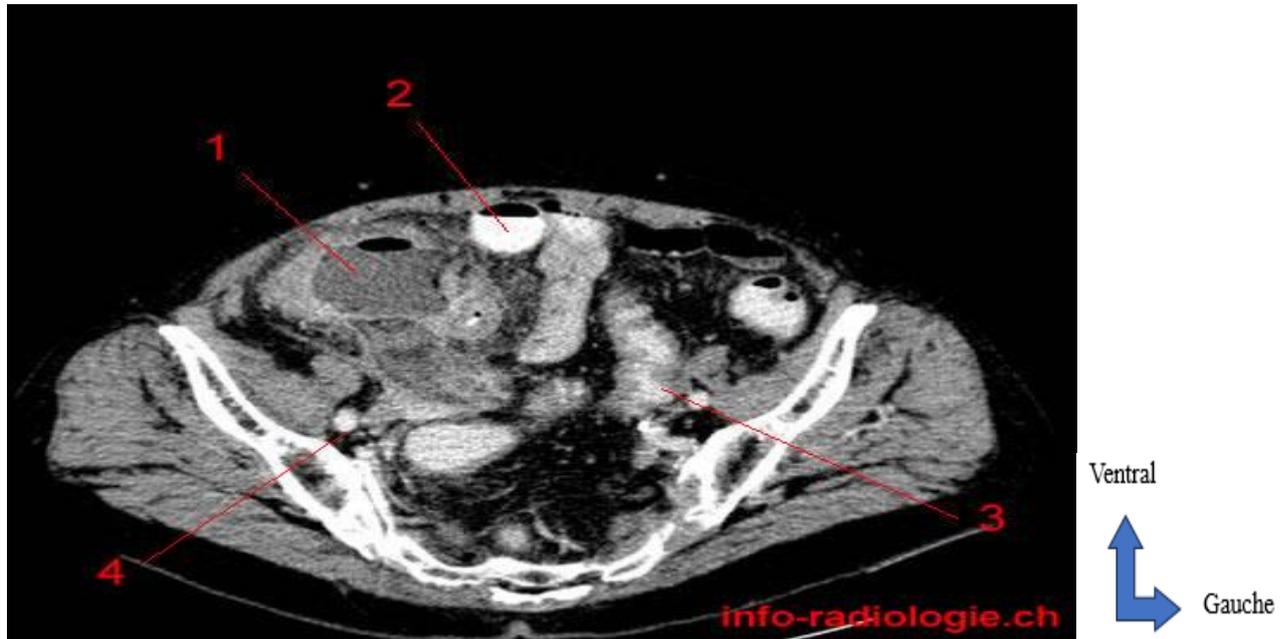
TDM d'un abcès appendiculaire
